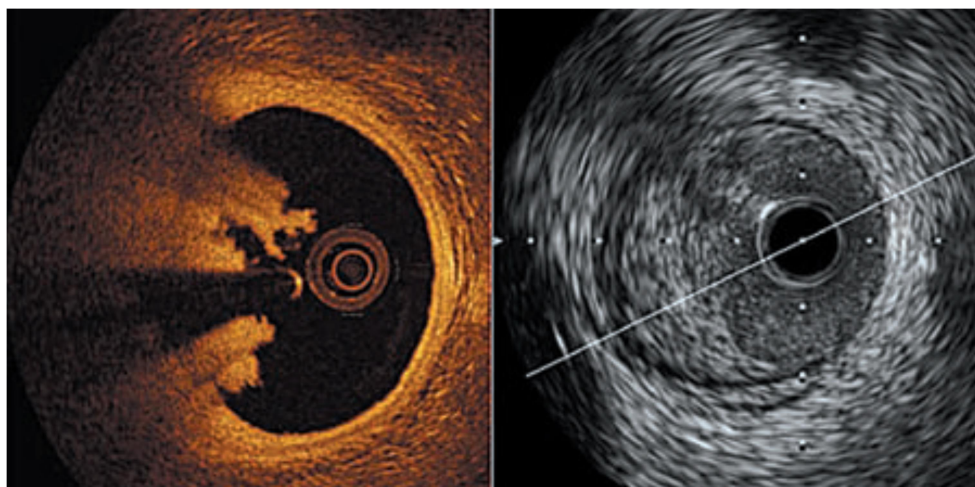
Confronto fra sezioni corrispondenti ottenute con tecnica ecografica ultrasonografica (a destra) e tomografica a coerenza ottica (a sinistra). La tecnica tomografica a coerenza ottica consente un'ottima visualizzazione della deposizione trombotica.
